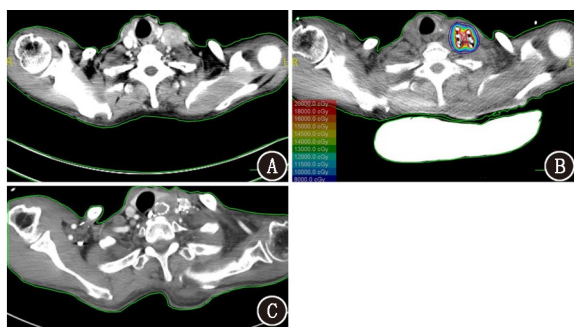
食管鳞状细胞癌颈部转移淋巴结放疗后复发患者(男, 70 岁)¹²⁵I 粒子植入术前及术后 CT 图。A. 术前病灶体积 27.6 cm³, 最大径 3.2 cm; B. 术后等剂量曲线分布图示 90% 大体肿瘤体积接受的剂量(D_{90})为 125 Gy; C. 术后 3 个月, 肿瘤体积缩小, 疗效评价为完全缓解(CR)
